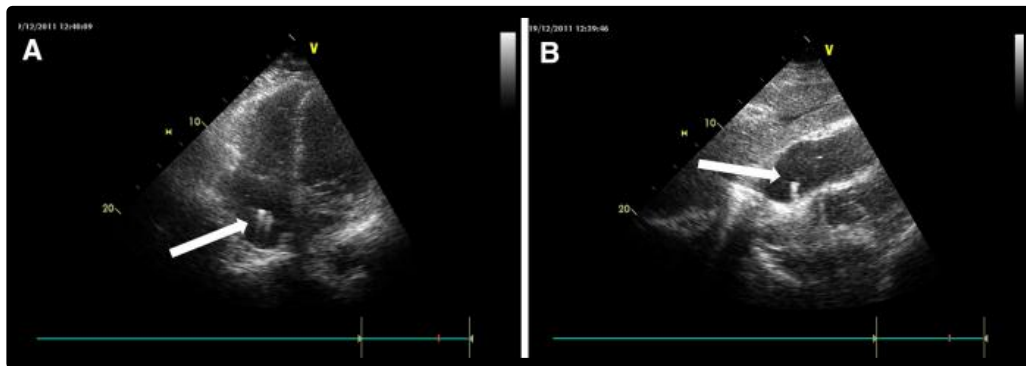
Ecocardiograma transtorácico que muestran la guía metálica (flechas) que ingresan en las aurículas derechas en las vistas subcostal (A) y vista de 4 cámaras cardiacas(B). (22)
